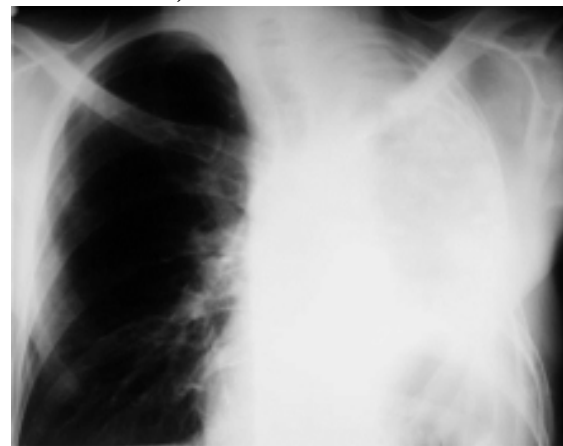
Рентгенограма хворого Ч. після завершення лікування
